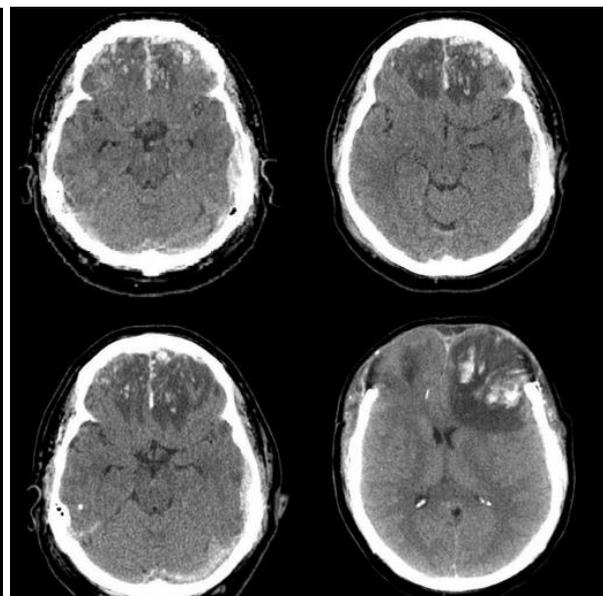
Больной К. Компьютерная томография ГМ 41 года, на 1-ю, 2-ю, 3-ю и 5-е сутки после ЧМТ, произведена бифронтальная декомпрессивная трепанация.
